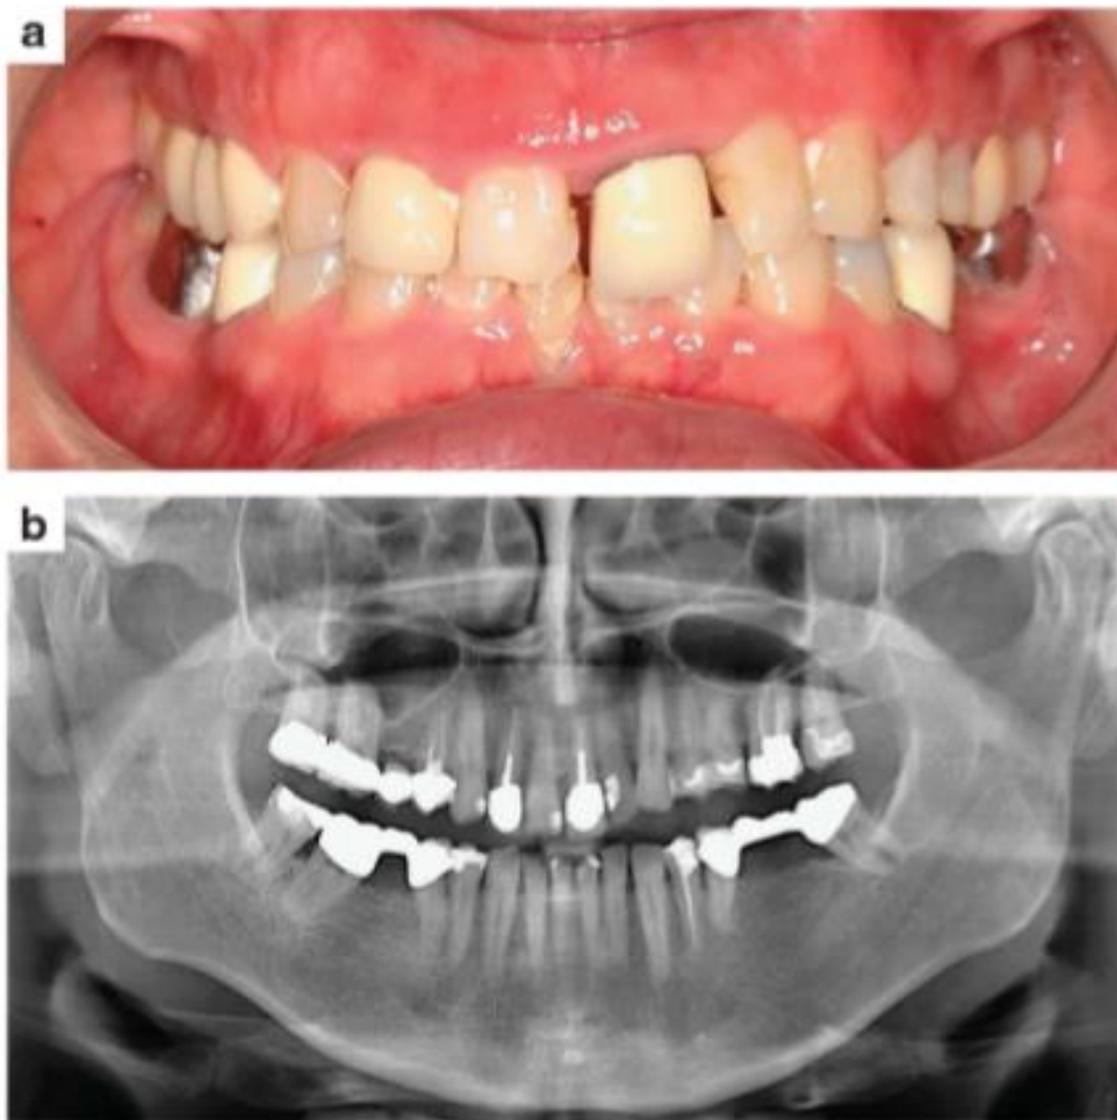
RADIOGRAFÍA PANORAMICA
